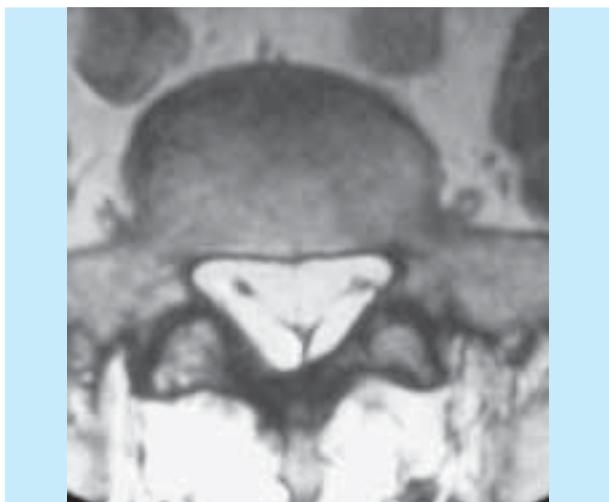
RM ponderada em T1 (plano axial) – aumento da gordura epidural na transição lombo-sagrada, adquirindo o “sinal do Y”, devido à compressão do saco tecal
